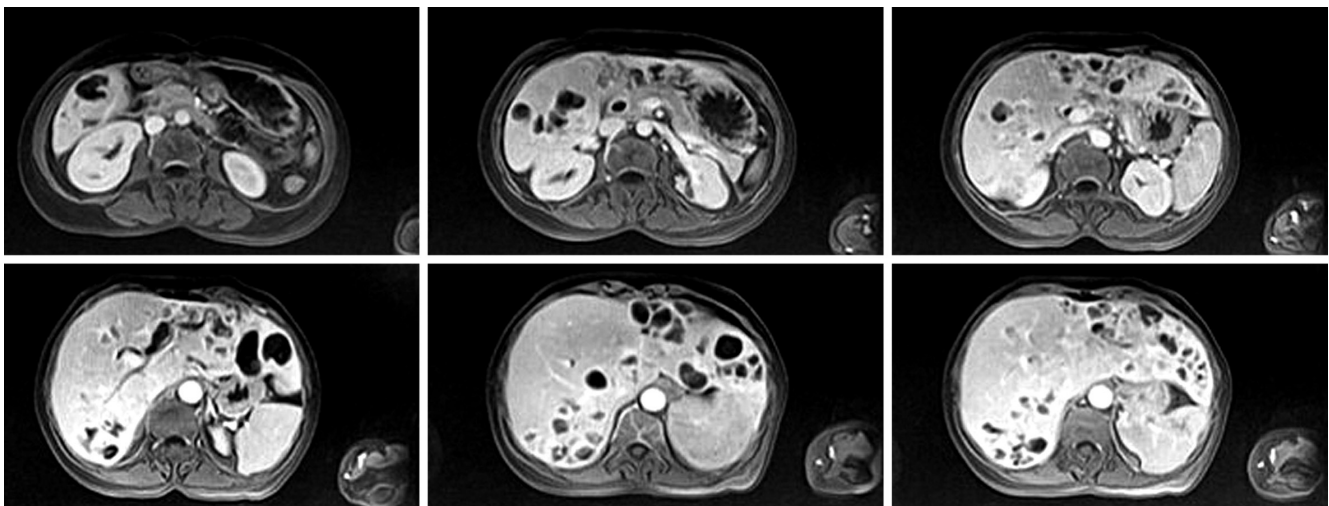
Resonancia abdominal de cortes axiales y coronales. Hígado con 22 cm en eje longitudinal, bordes regulares, con presencia de múltiples lesiones quísticas en ambos lóbulos hepáticos con captación anular del contraste. Fuente: expediente médico del paciente.
